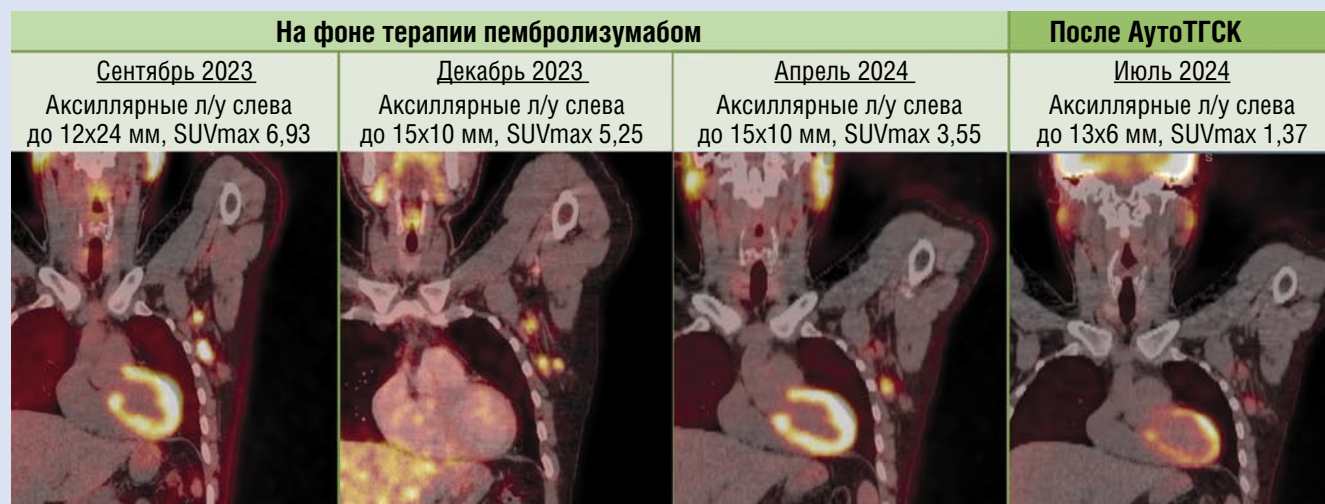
Динамика метаболической активности опухоли на ПЭТ-КТ на фоне терапии пембролизумабом и после аутоТГСК. Л/у – лимфатический узел. АутоТГСК – трансплантация аутологичных гемопоэтических стволовых клеток.
